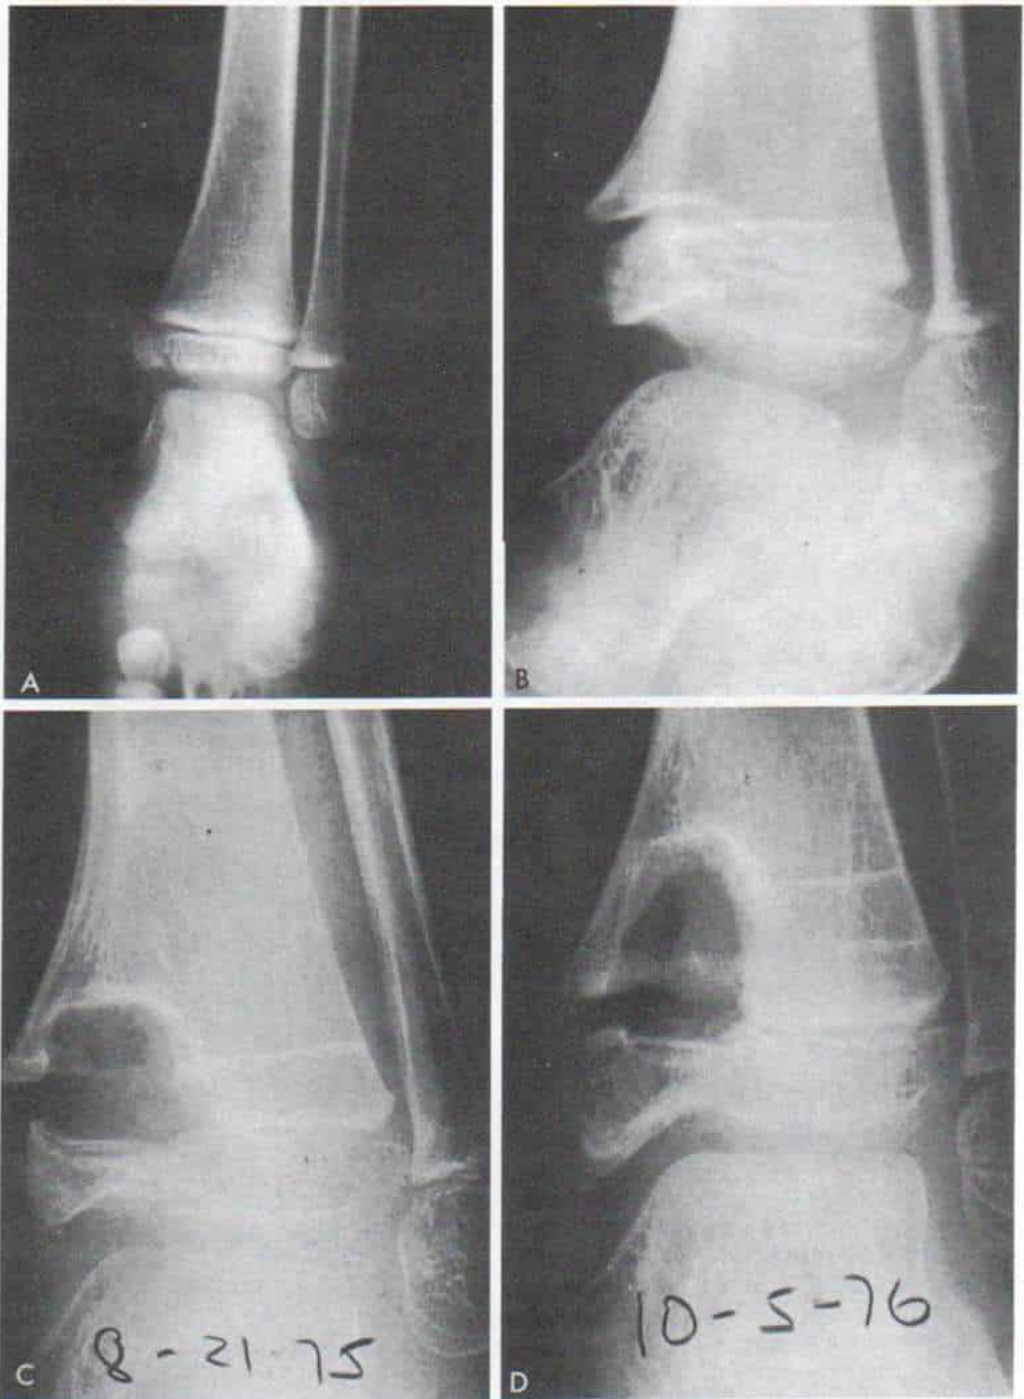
Radiografías del tobillo en que se advierte la deformidad en varo por detención asimétrica del crecimiento de la mitad interna de la fisis tibial distal.
